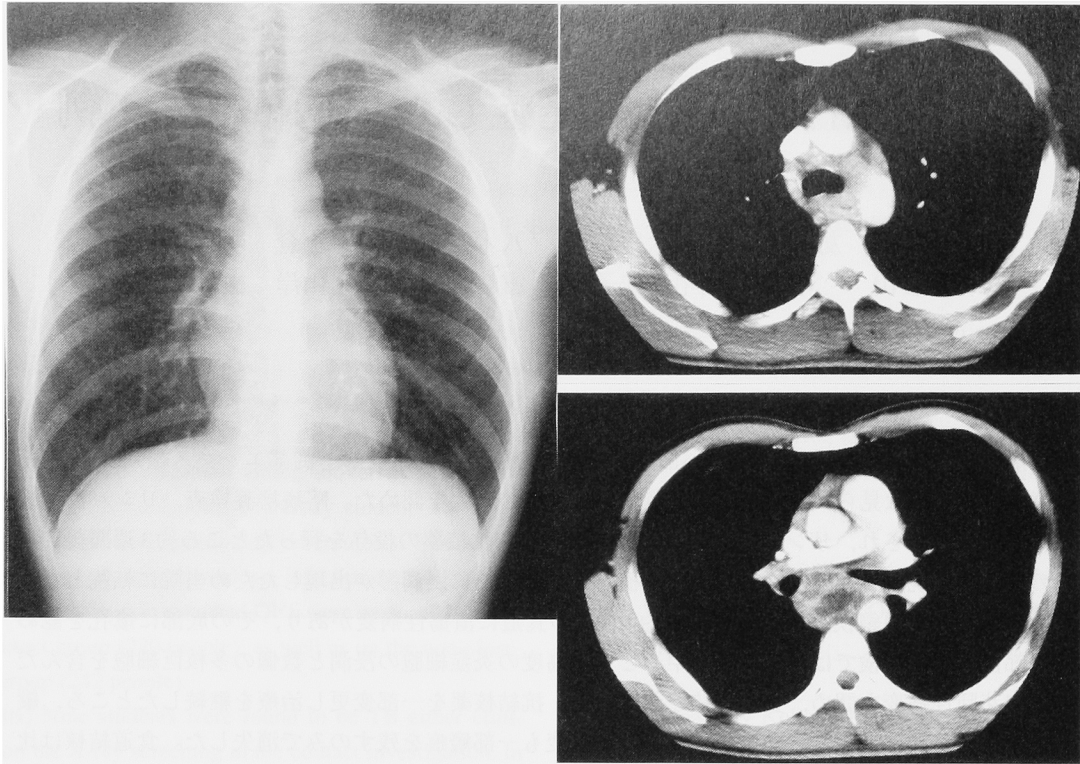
Chest X ray film and CT on admission to the previous hospital, showing mediastinal lymphadenopathy and normal findings of both lung fields.
